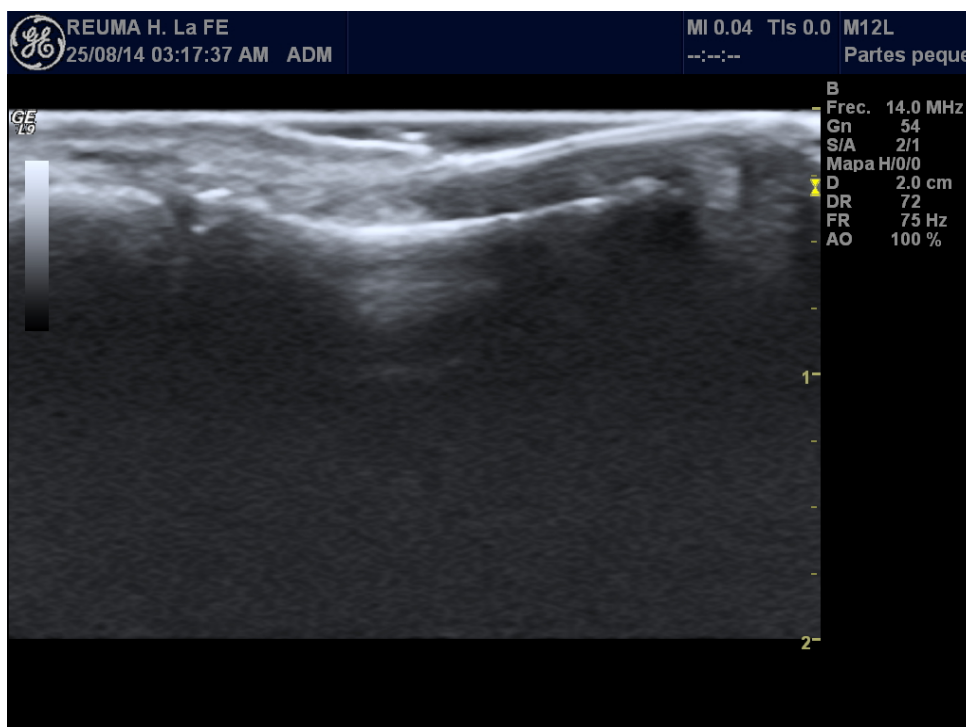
Aspecto trilaminar de la uña normal por ecografía.
